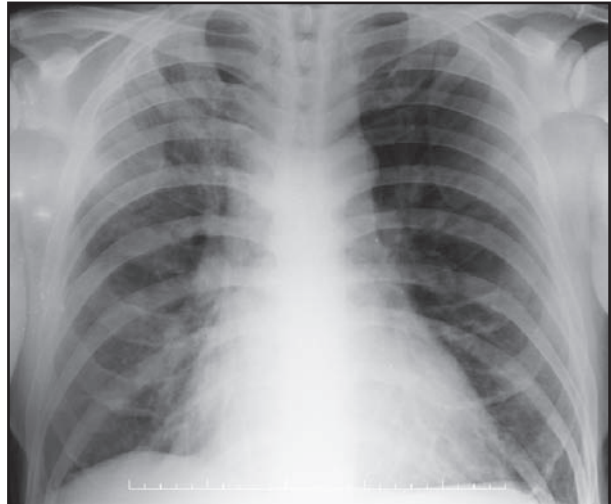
Radiografia de tórax (PA) inicial sem alterações.
